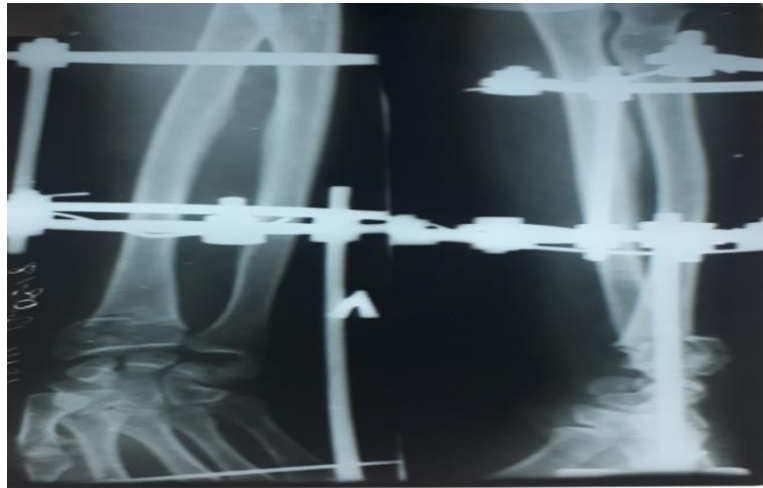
Рентгенография перелома костей предплечья больной Р. через 4 мес. после реостеосинтеза
